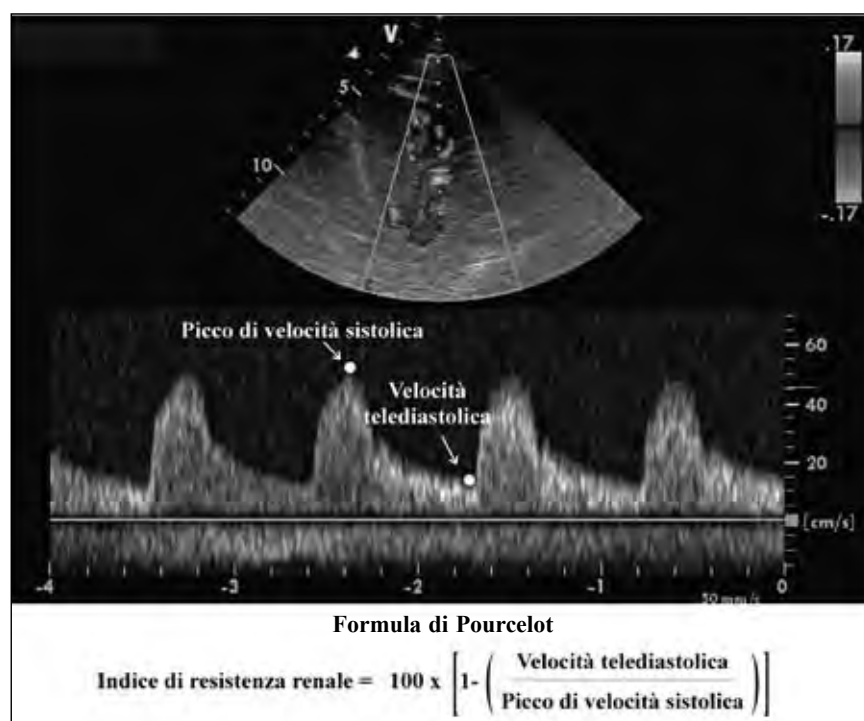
Per la misura dell'indice di resistenza renale si effettua una scansione ecografica del rene e si posiziona il volume campione per l'analisi del Doppler pulsato su un'arteria intrarenale (solitamente le arterie segmentali perché meglio visualizzabili). Una volta ottenuto lo spettro delle velocità nel sito di interesse, utilizzando la velocità di picco sistolica e la velocità telediastolica, può essere calcolato l'indice di resistenza renale con la formula di Pourcelot riportata in figura.
